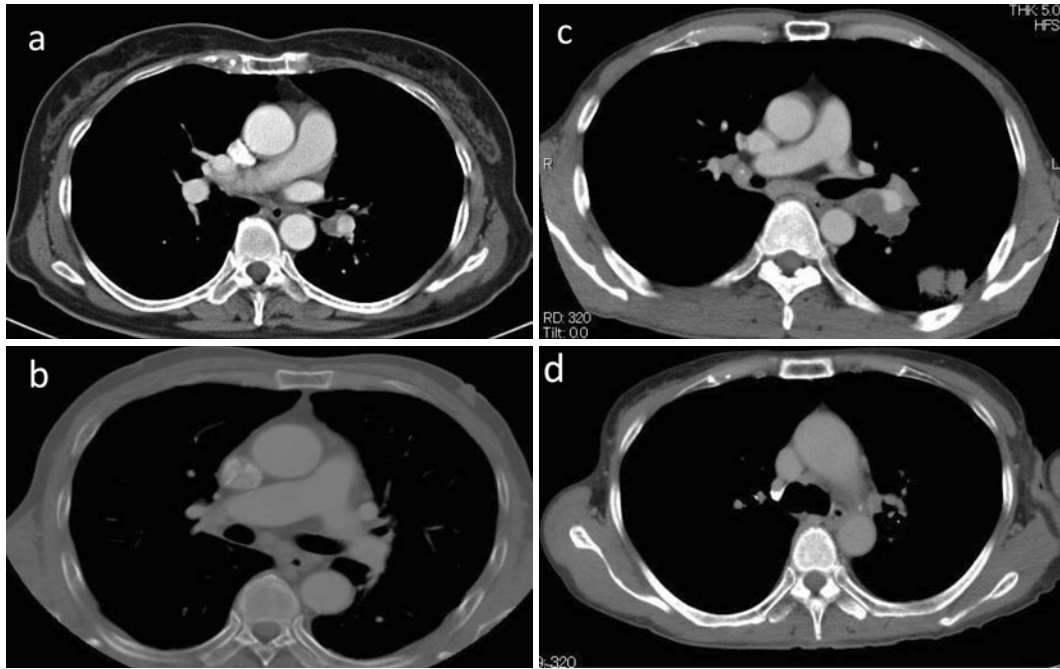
Chest CT scans viewed with mediastinal window setting. (a) Enlargement of the left hilar lymph node in case No. 2. (b) Enlargement of bilateral hilar and mediastinal lymph nodes in case No. 3. (c) Enlargement of bilateral hilar and mediastinal lymph nodes in case No. 4. (d) Enlargement of the left hilar lymph node in case No. 6.
